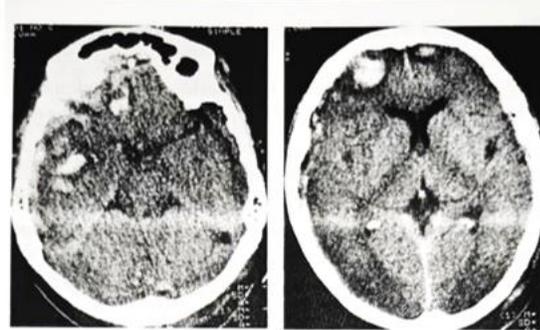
TC de cráneo en cortes axiales simples donde se observan zonas de contusión parenquimatosa bifrontales y temporal en el hemisferio cerebral derecho. Hematoma subdural laminar frontotemporal.
